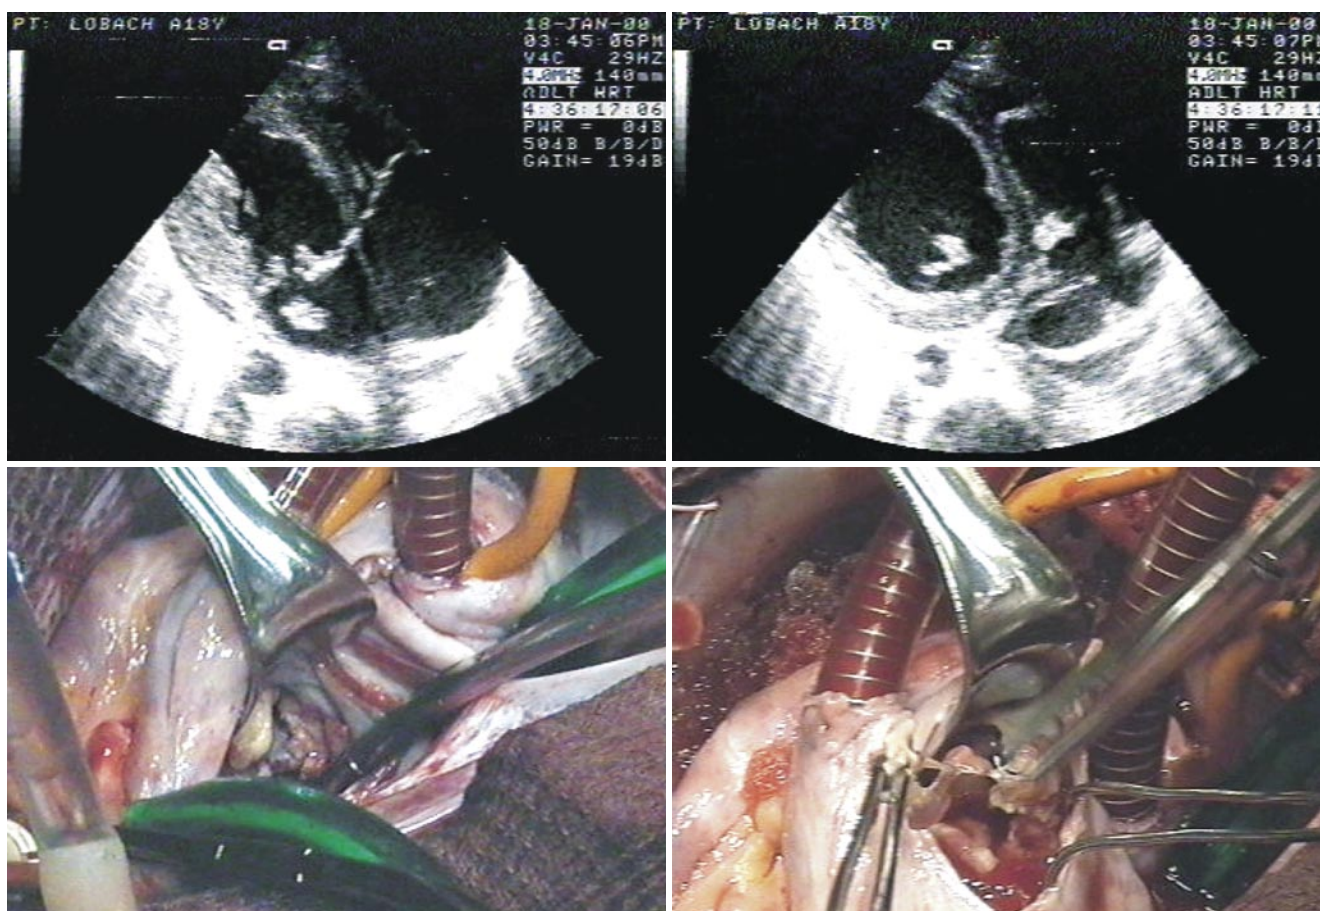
Эхокардиограмма больного с ИЭ митрального и трискупиального клапанов. Слева сверху – вегетация на МК, справа сверху – вегетации на МК и ТК Интраоперационная ревизия. Слева внизу – вегетации на МК, справа внизу – на ТК
